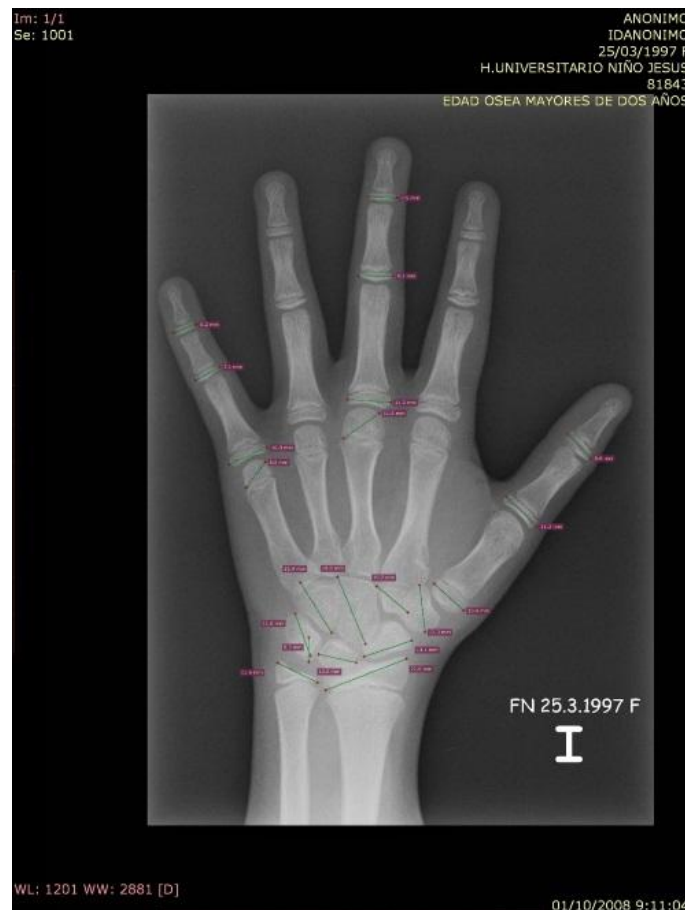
Radiografía de mano izquierda (edad ósea mayores de 2 años) medida con el visor RadiAnt™ DICOM.
